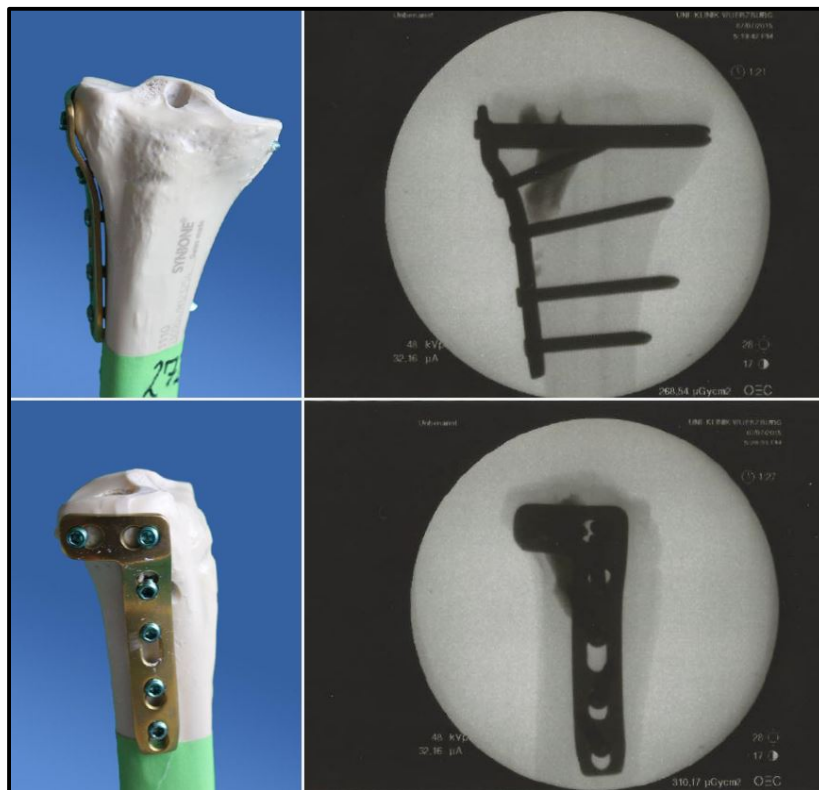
a.p. (oben) und (unten) laterale Fotografien sowie dazugehörige Röntgenbilder einer Plattenversorgung + chronOS™ Inject
